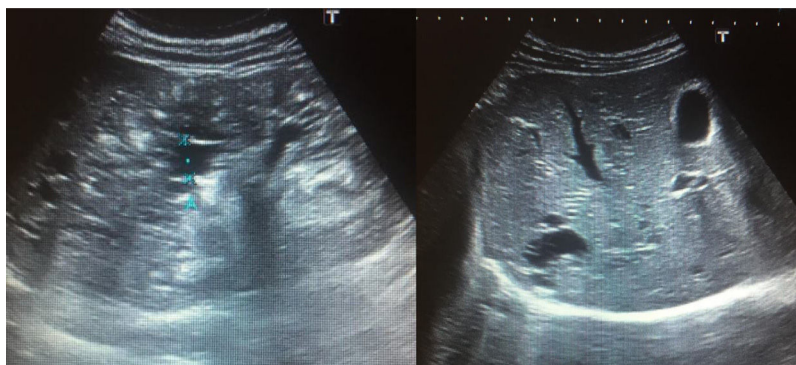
Ecografía renal y hepática con presencia de quistes en el paciente sintomático.
